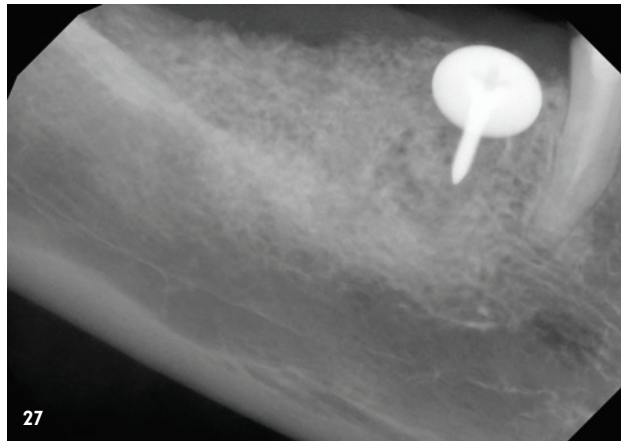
Eingesetzte verschraubte Krone. – Abb. 27: Postoperatives Röntgenbild mit dargestellter Schirmschraube. – Abb. 28: Kontrollröntgenbild nach Einsetzen der Prothetik
